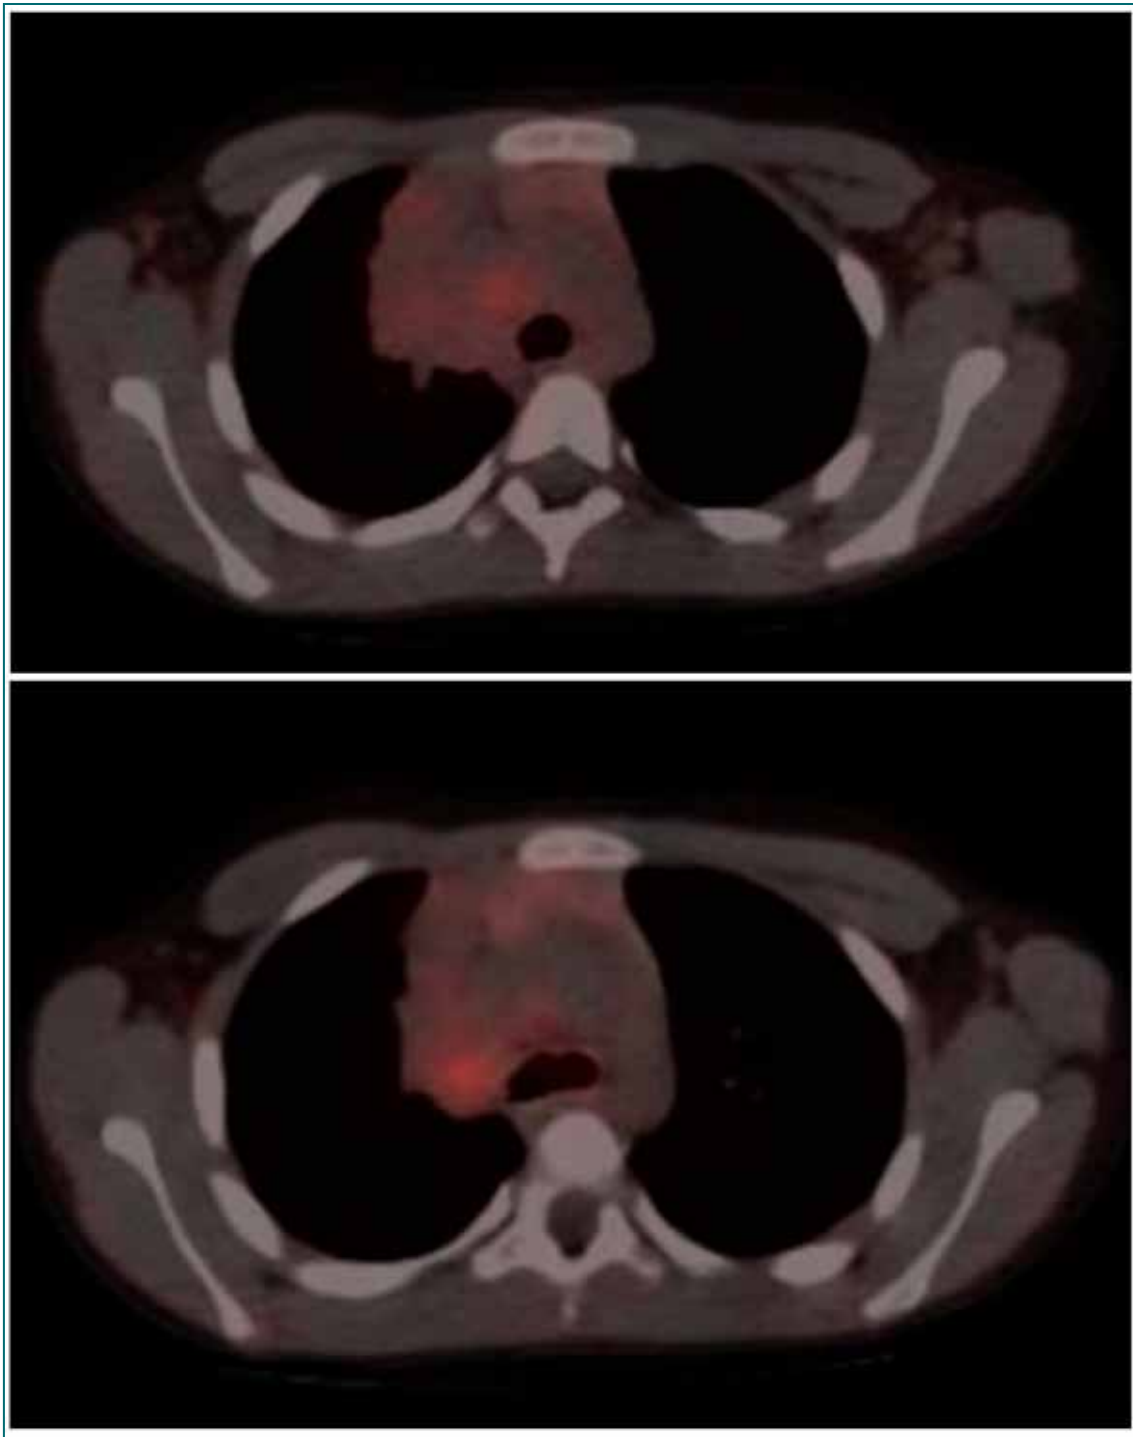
18F-NOTATOC PET/TC.
